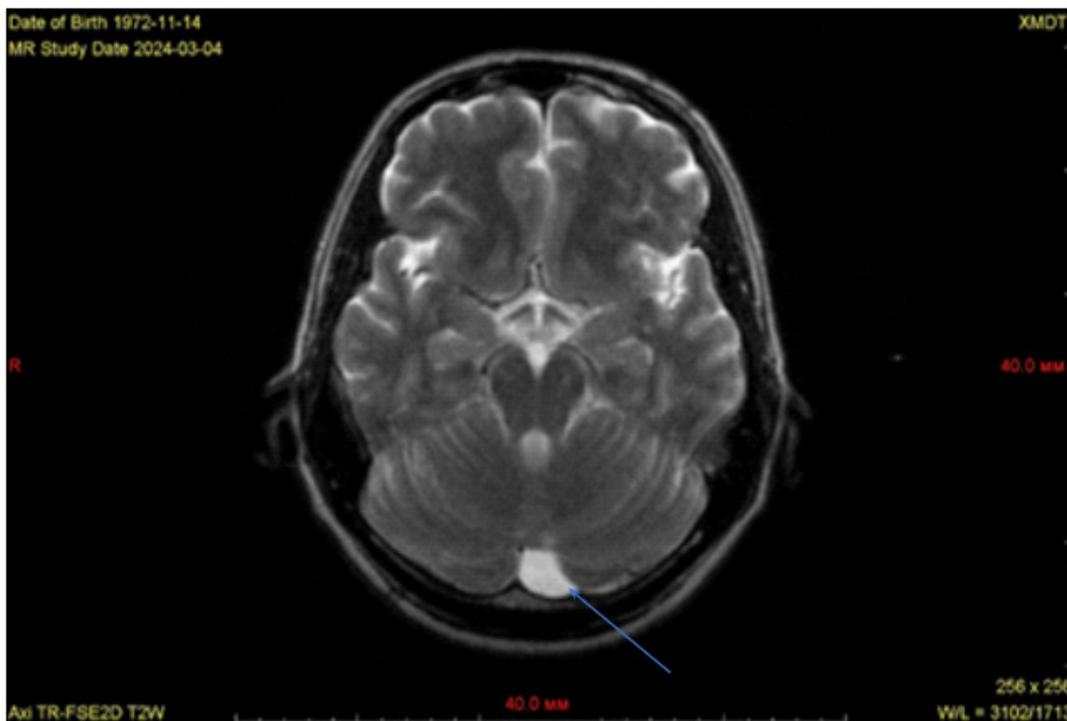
Арахноидальная ретроцереbellарная киста военного летчика в запасе С. Данный офицер был уволен с военной службы по достижении предельного возраста, ранее на всех ВЛК МРТ ГМ не проводили, летчика признавали годным к летной работе
